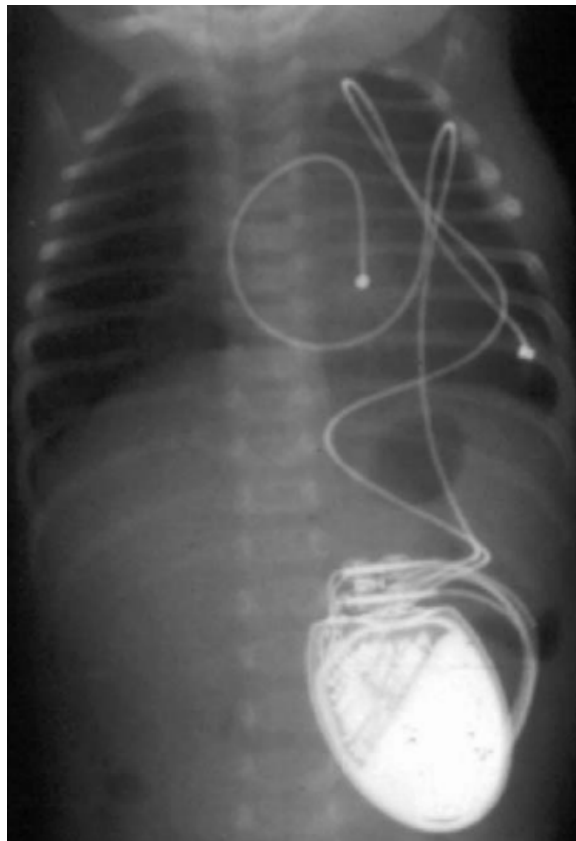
Radiographique thoracique d'un nourrisson stimulé. les électrodes atriale et ventriculaire sont raccordées au stimulateur abdominal.
